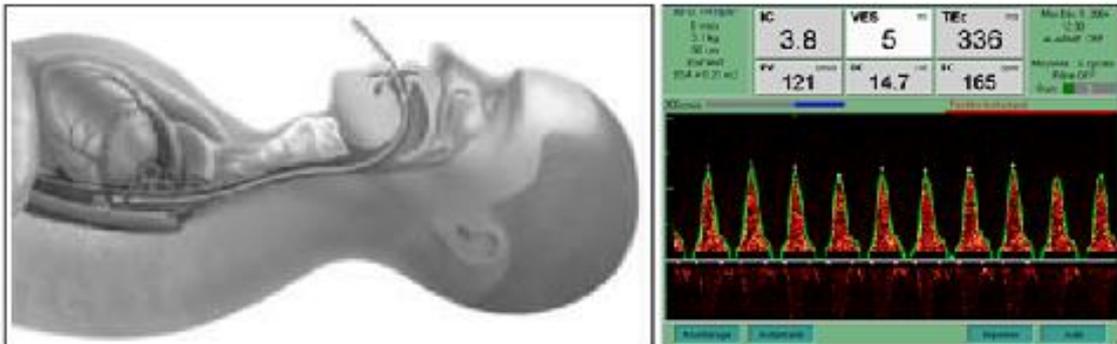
Ecocardiograma Transesofágico – Doppler Esofágico (monitor CardioQ).
